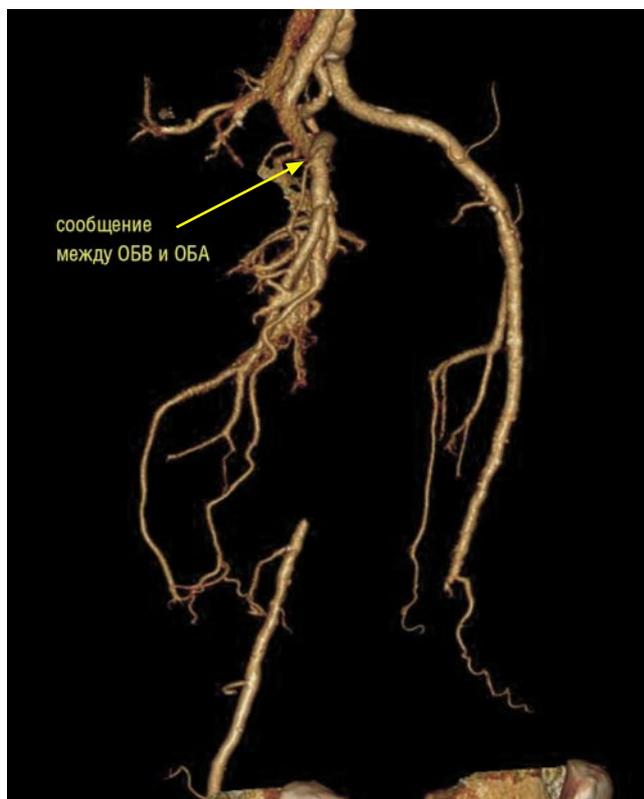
Артерио-венозная фистула. На компьютерной томограмме (3D-реконструкция) определяется артерио-венозное сообщение между ОБВ и ОБА, выявленное в артериальную фазу исследования
